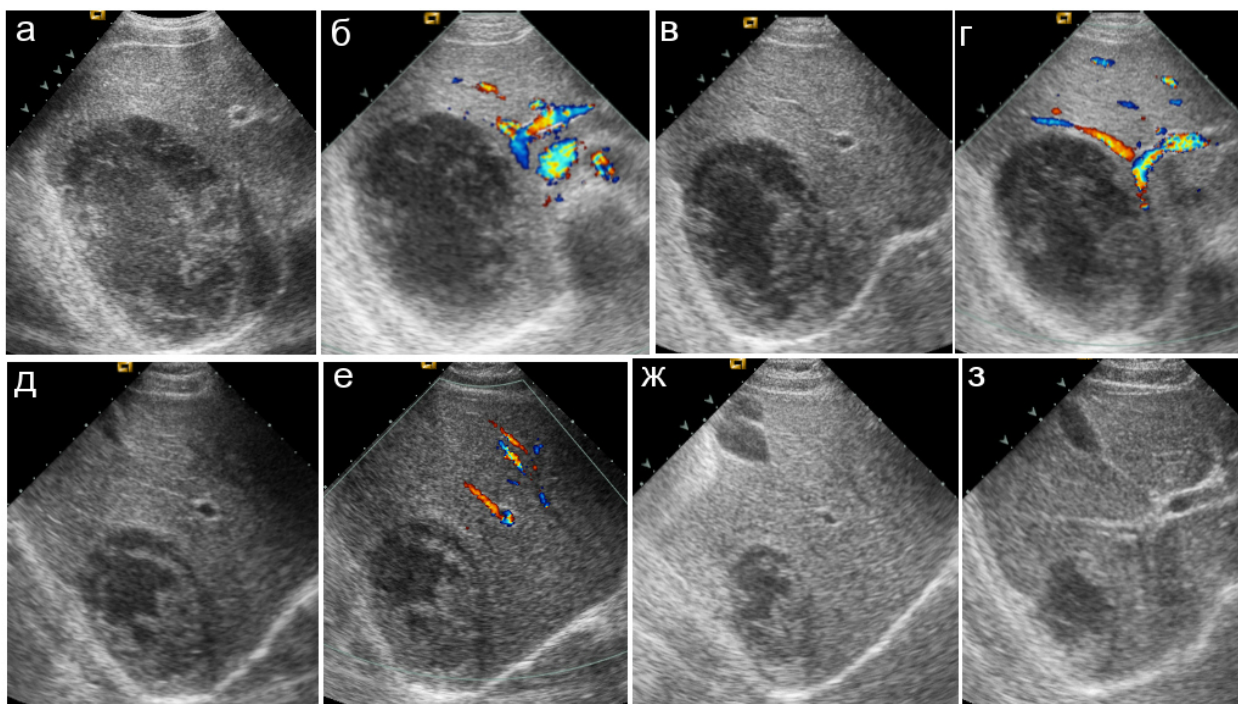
УЗИ ребенка 14 лет. Механизм травмы: натолкнулся животом на край стола: а, б – при первичном осмотре через 14 суток после травмы в правой доле печени определяется внутриорганный гематомы размерами около 14х12см; гематологическое обследование патологии не выявило; в, г – через 3 месяца гематомы размерами около 11х8см; д, е – через 14 месяцев гематомы размерами 8х6см; ж, з – через 21 месяца гематомы размерами около 5х3 см.
